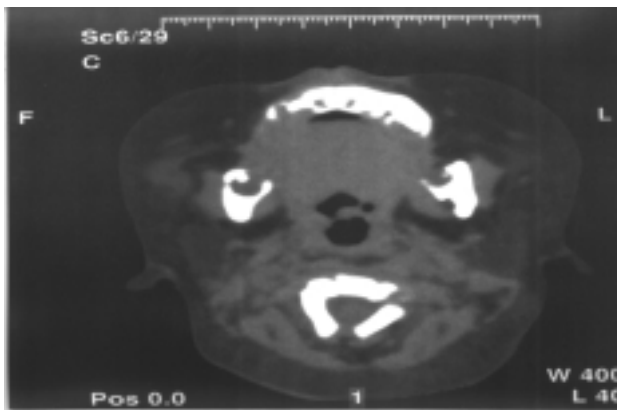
CT de crânio mostrando imagens nodulares densas, bilaterais nas partes moles da face, junto aos músculos masséteres e ramos mandibulares.
